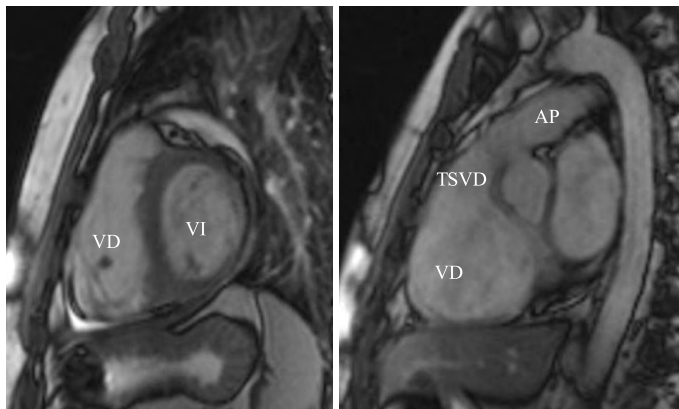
Cortes sagitales de resonancia magnética nuclear de un paciente con displasia arritmogénica de ventrículo derecho en el que se observa importante dilatación de ventrículo derecho. TSVD: tracto de salida de ventrículo derecho. AP: arteria pulmonar.
